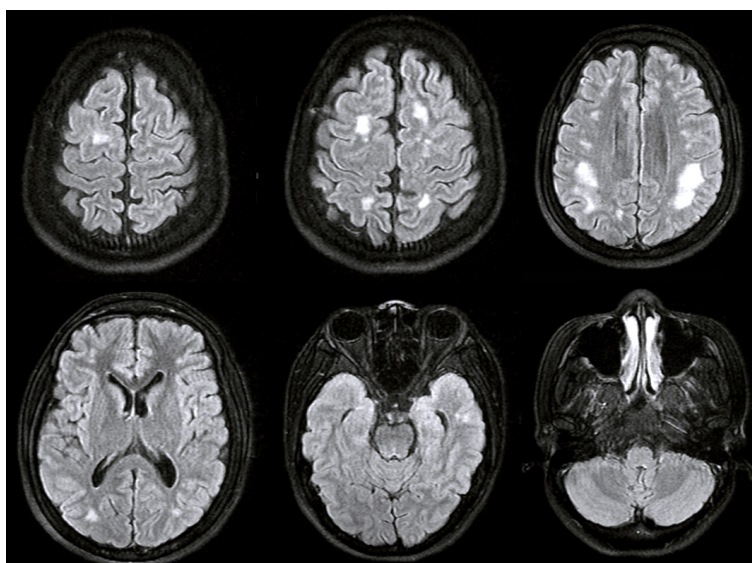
MRI brain with Gd showed several ill-defined hyperT2/FLAIR lesions involving subcortical white matter of bilateral fronto-parieto-occipital lobes and left temporal lobe, no restricted diffusion, no define enhancement. (ปกหน้า)
